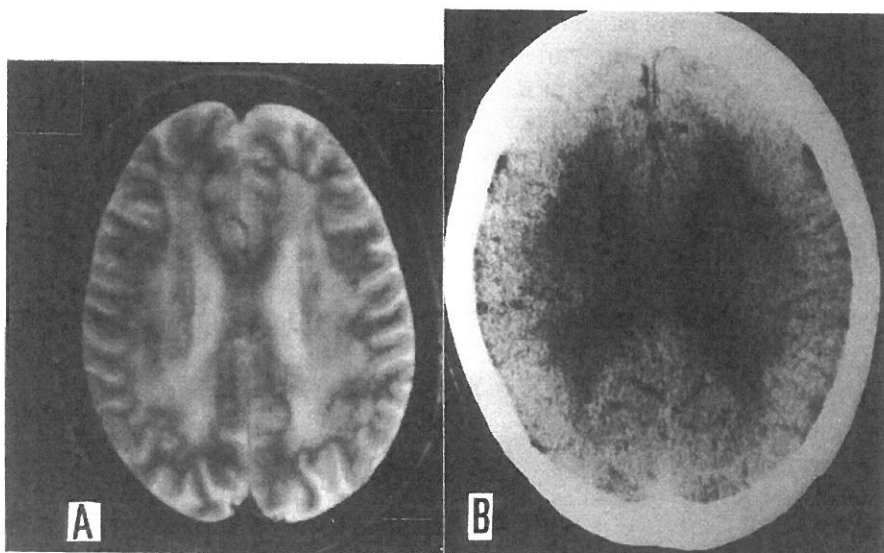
MRI (A) and X-CT (B) of another elder DRPLA patient showing diffuse white matter lesions throughout the bilateral cerebral hemisphere.
